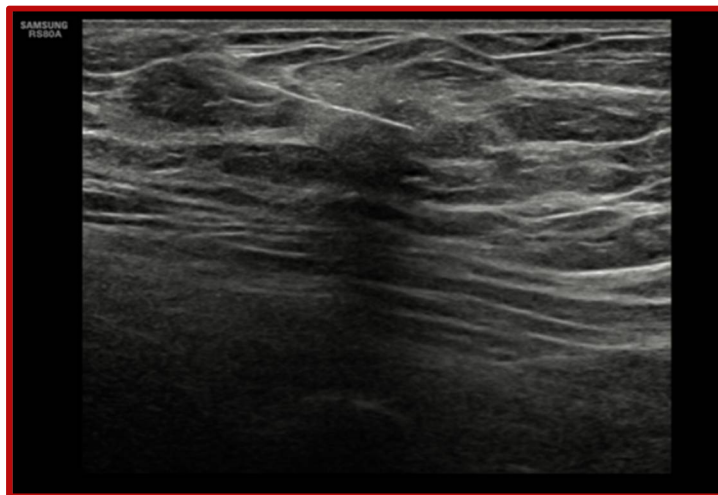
Insertion de l'aiguille dans une lésion mammaire à l'aide d'un guidage échographique pour obtenir un échantillon centrale du tissu.
